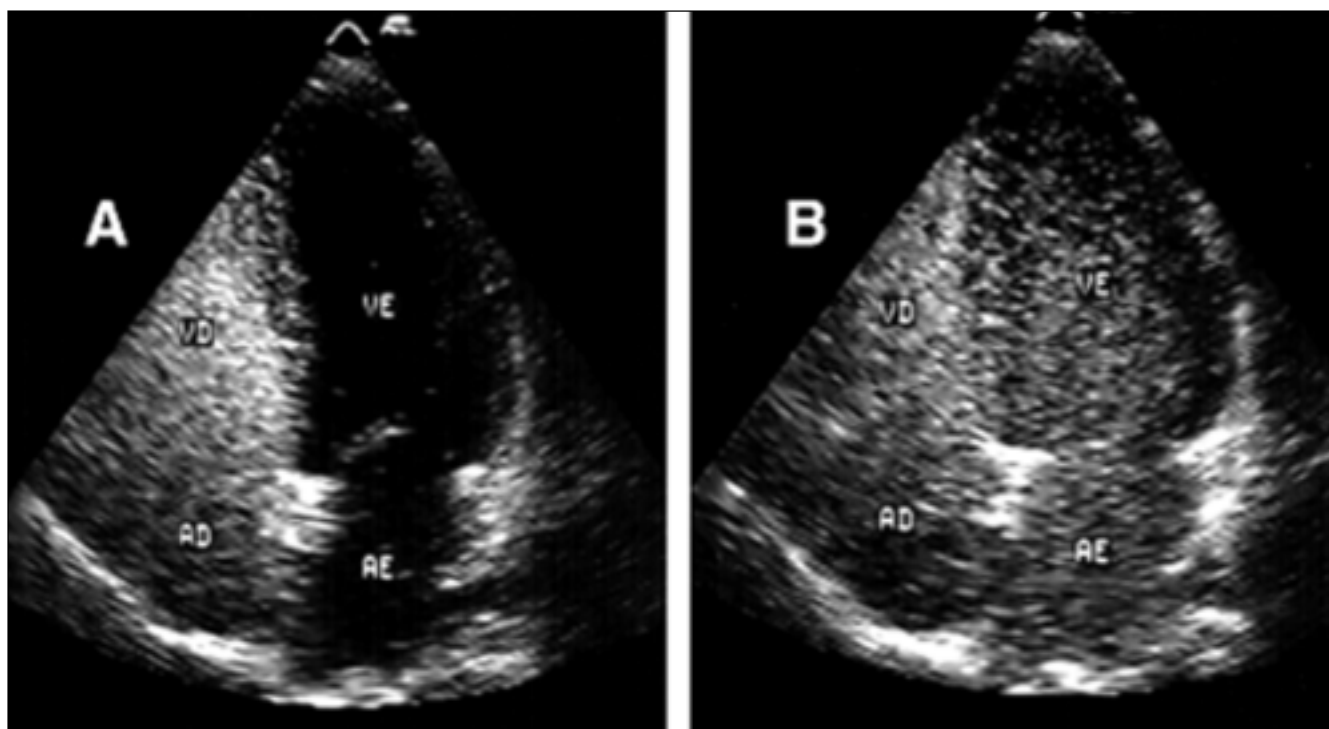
Ecocardiograma bidimensional transtorácico, corte apical 4 câmaras: A) presença do contraste em câmaras direitas; B) presença do contraste em câmaras esquerdas após 6 ciclos cardíacos, compatível com dilatações vasculares intrapulmonares.
